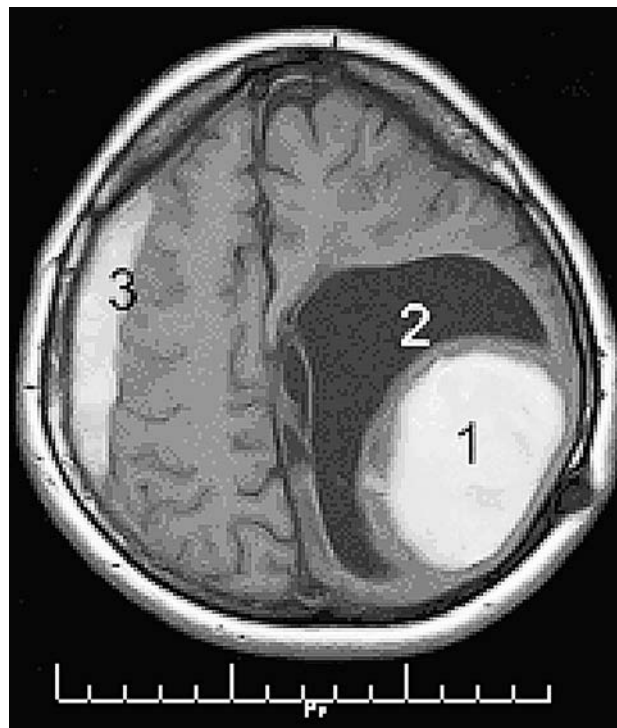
МРТ у режимі FLAIR в аксіальній проекції головного мозку пацієнтки з реактивованою HSV-1-нейроінфекцією на тлі залишкових явищ перенесеної внутрішньоутробної інфекції (пояснення в тексті)
